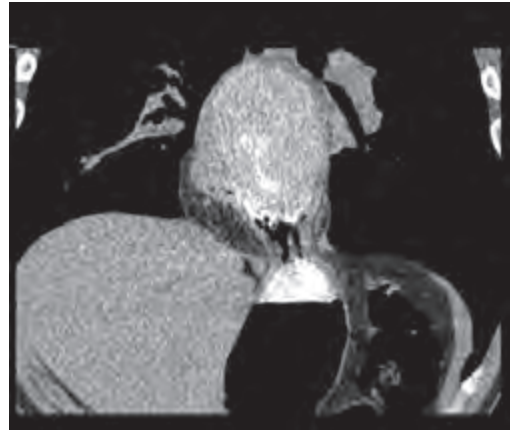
Спиральная компьютерная томография. Объемное полостное образование, расположенное в заднем средостении (фронтальный и поперечный вид)
